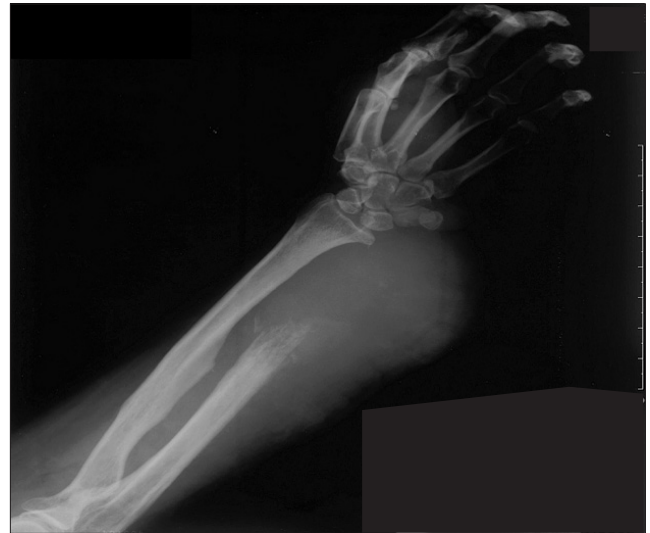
Radiograph of 53-year-old female taken 15 months after curettage at other hospital shows huge bulging mass with bone destruction. She was treated with amputation and adjuvant chemotherapy, but died with metastasis 4 months after operation.
